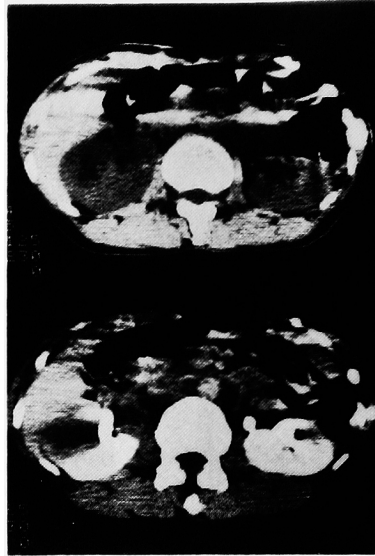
(上図) plain CT: 右腎外側に low density area を認める。
